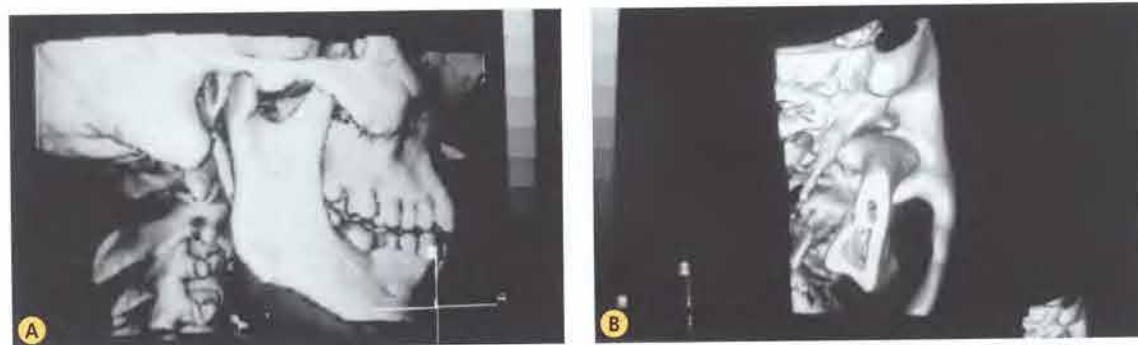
A-B. Ricostruzioni TC tridimensionali della regione dell'ATM.
